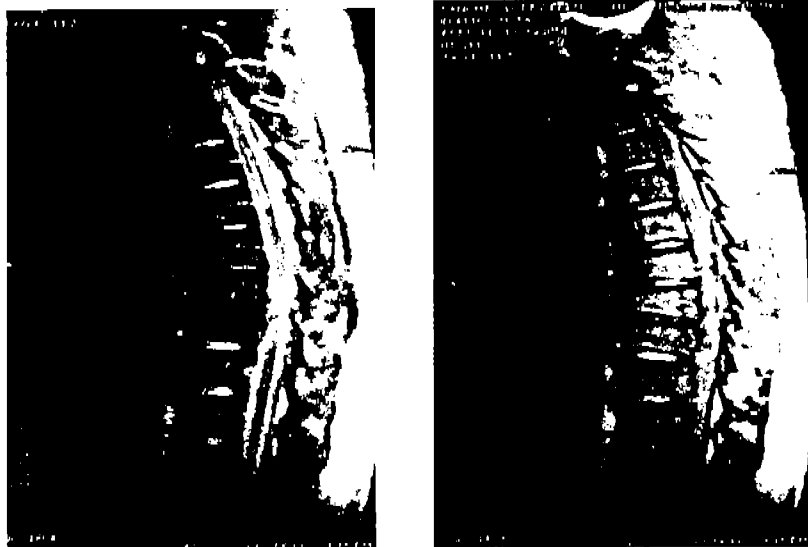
Caso 5. A) y B) Imagen de RM T2 post-siringostomía endoscópica, en 2 diferentes cortes, en donde se observa colapso de la cavidad, con presencia de quiste residual en T4-T5.
